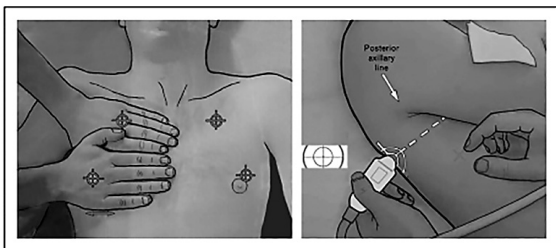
Pontos sugeridos para posicionamento do transdutor na ultrassonografia pulmonar.
